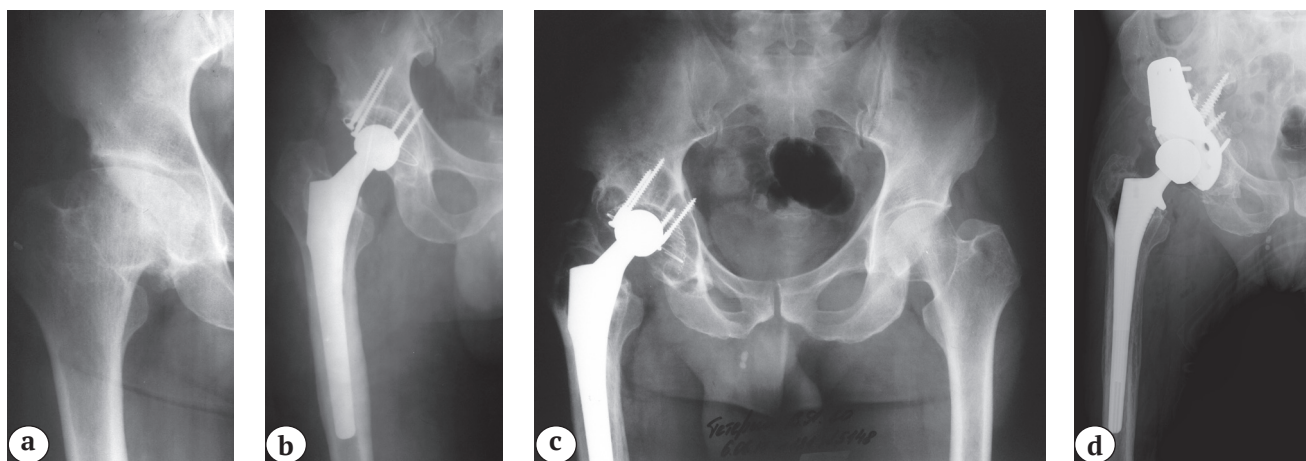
Рентгенограммы больного 48 лет:
